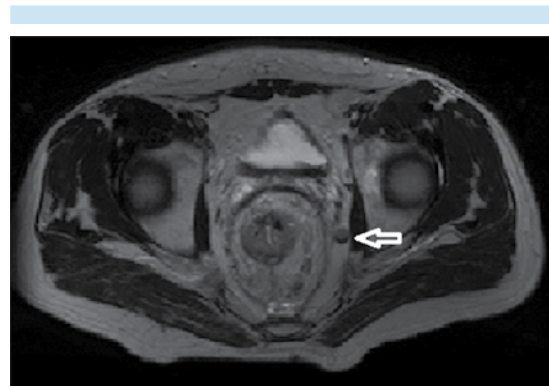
Resonancia potenciada en T2, corte axial: compromiso de la grasa mesorrectal por ganglio aumentado de tamaño (flecha) que contacta con la fascia mesorrectal por lo que el margen circunferencial de resección está comprometido.
